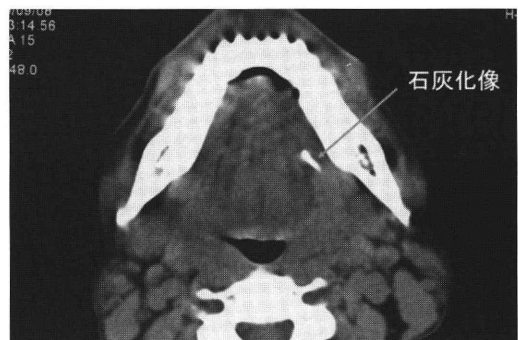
2006年CT. 増大した唾石陰影を認めた(矢印)。
